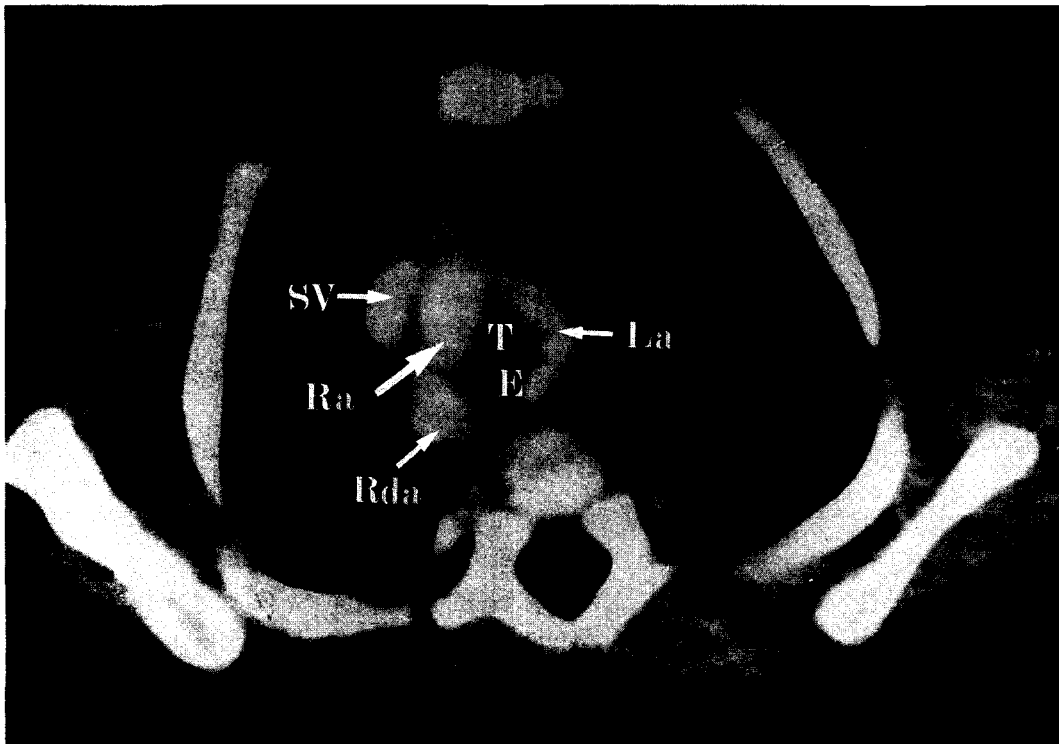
Chest CT scan, showing double aortic arch with tracheal stenosis.
